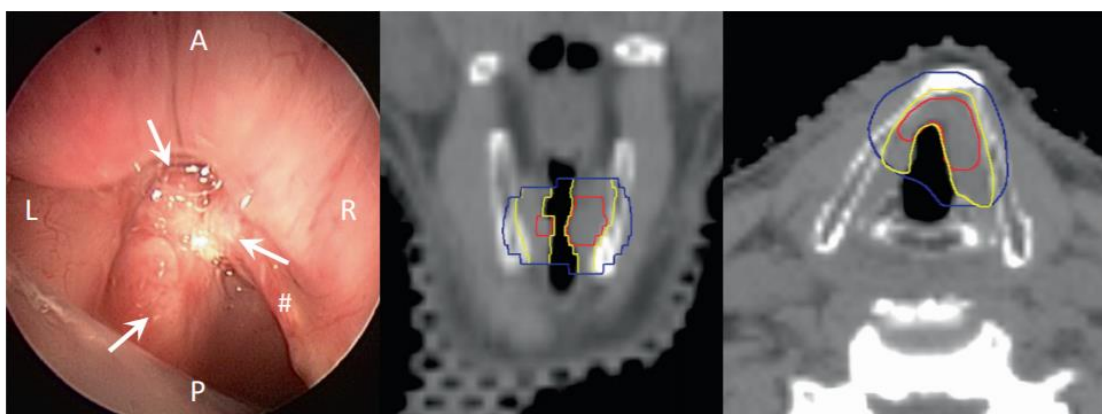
Endoscopic view (left), and planning CT on coronal (middle) and axial (right) reconstructions of a T1b (UICC 8th edition) SCC of the anterior third of the left vocal cord, the anterior commissure and the anterior third of the right vocal cord. On the endoscopic view, the signs “#” identify the right vocal cord, and the letters “A”, “R”, “L” and “P” indicate the anterior, right, left and posterior orientations, respectively. Arrows depict the tumour extension. The GTV-P is delineated in red. A 5-mm isotropic expansion is delineated in blue. The CTV-P1 is delineated in yellow after edition for the air cavity, and the thyroid cartilage.
